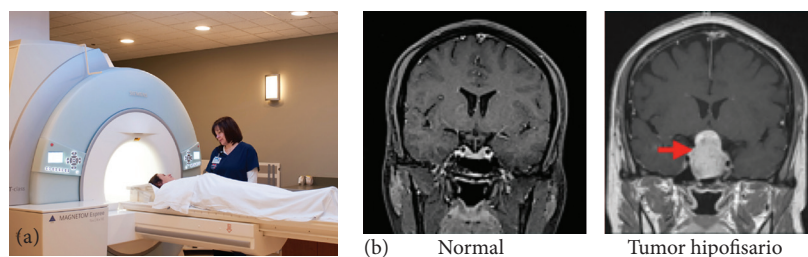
Imagen por resonancia magnética (RM) para la detección del adenoma hipofisario.
